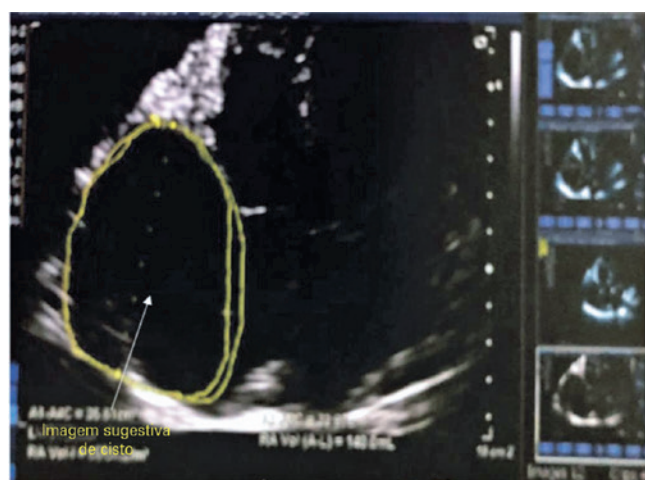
Ecocardiograma transtorácico em protocolo de imagem bidimensional na janela apical quatro câmaras, exibindo imagem sacular adjacente ao átrio direito.
